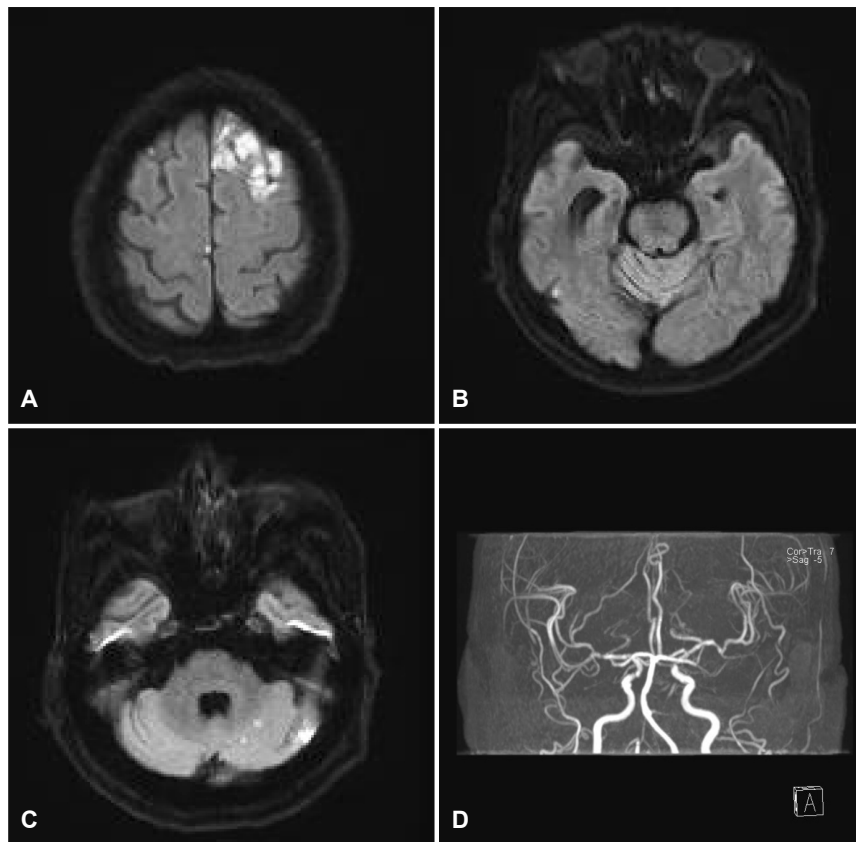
Diffusion-weighted image shows high signal intensity on bilateral frontal, left parietal lobes (A), right temporal lobe (B) and left cerebellum (C), suggesting acute ischemic stroke. Magnetic resonance angiography reveals stenosis on bilateral distal internal carotid arteries and M1 segment of middle cerebral arteries (D).
